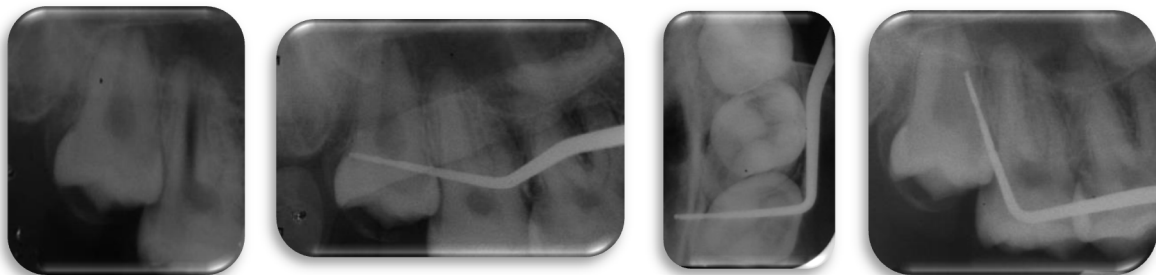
Radiografías que muestran la comparación de dimensiones una sonda propuesta por la OMS.
